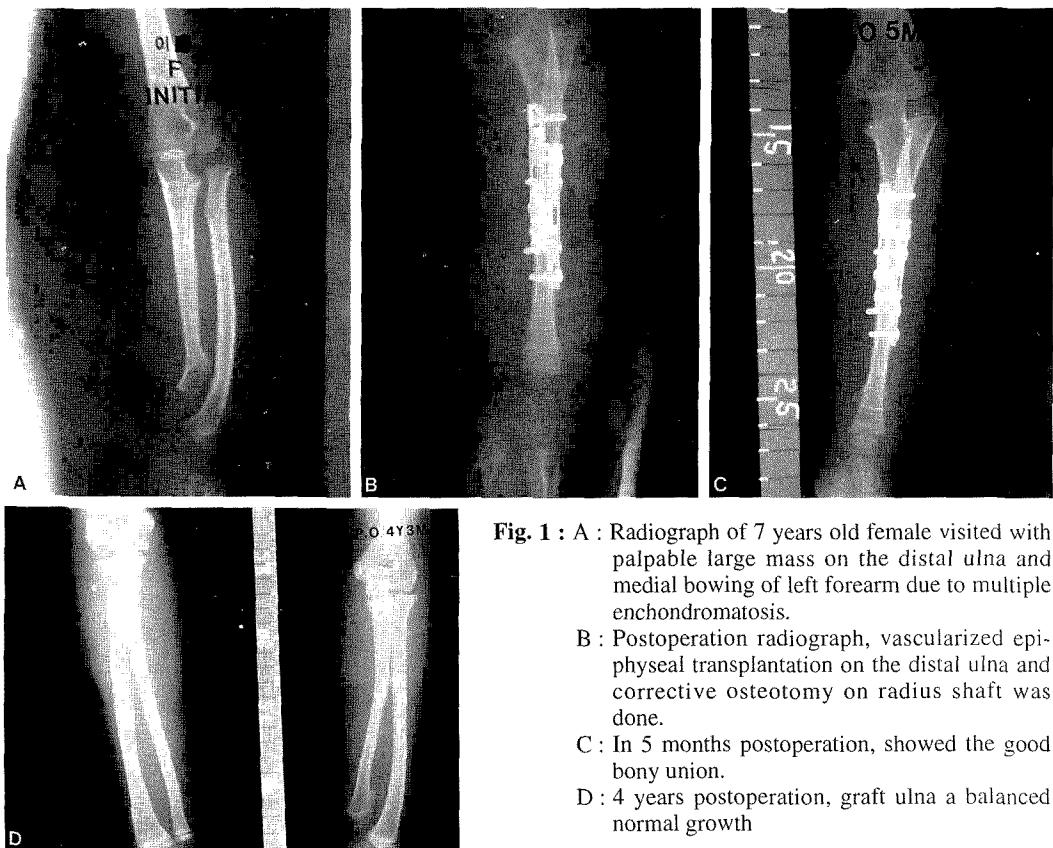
A : Radiograph of 7 years old female visited with palpable large mass on the distal ulna and medial bowing of left forearm due to multiple enchondromatosis.
